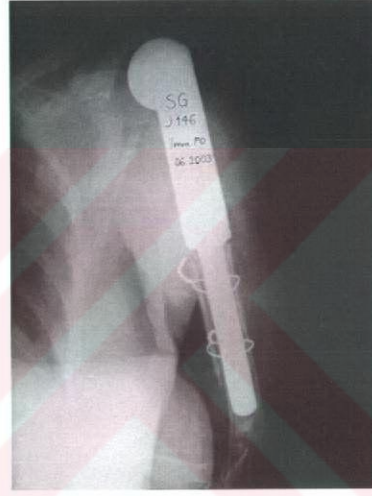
Preoperatif ve postoperatif (6.haftasında) sol humerusun röntgen grafileri preoperatif sol humerus başında osteolitik sarkomatöz lezyon hipodens lekelenme belirtisi izleniyor.Postop röntgen filmi glenoidle uyumlu TMTS implantasyonu görülmekte (Y.P.,24.yaşında,bayan,osteosarkom)
